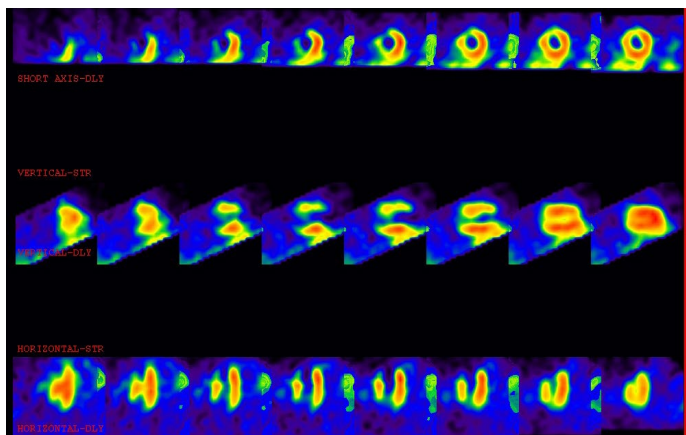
Perfusión miocárdica de reposo tomográfico SPECT, con 500 MBQ de 99mTc-Tetrofosmin iv: Hipoperfusión marcada del trazador en la región anteroséptoapical extensa, del ventrículo izquierdo, mejor perfusión en la pared lateral y la región inferolateral.
